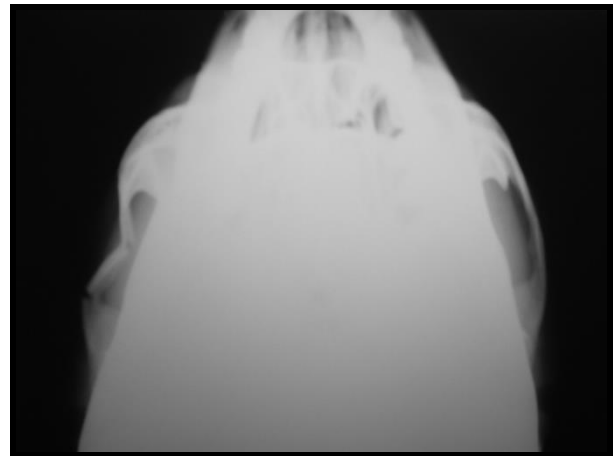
Radiografia axial de Hirtz: fratura isolada de arco zigomático com deslocamento medial.
